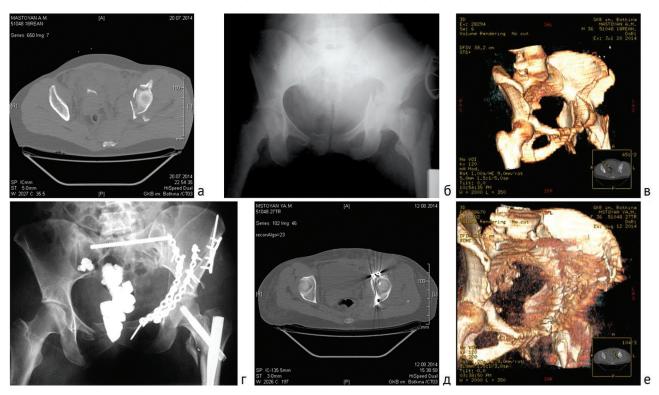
Клинический пример: а – фото среза КТ области повреждения в передней и задней проекции: перелом обеих колонн слева со смещением, перелом КЛП со смещением; перелом обеих лонных и седалищных костей справа со смещением, перелом боковой массы крестца слева; оскольчатый перелом крыла левой подвздошной кости со смещением; б – фоторентгенограмма таза, перелом КЛП со смещением; в – 3D-реконструкция перелома передней колонны, перелома КЛП с переходом на переднюю колонну и лонную кость; г – фоторентгенограмма в передней задней проекции после выполненной ОRIF с фиксацией реконструктивными пластинами обеих колонн и крыла подвздошной кости, фиксацией перелома проксимального отдела бедра PFN и перелома крестца длинным канолированным винтом; д – аксиальная КТ таза после выполненной ОRIF с фиксацией реконструктивными пластинами обеих колонн; е – 3D-реконструкция таза после выполненной ОRIF с фиксацией реконструктивными пластинами обеих колонн
